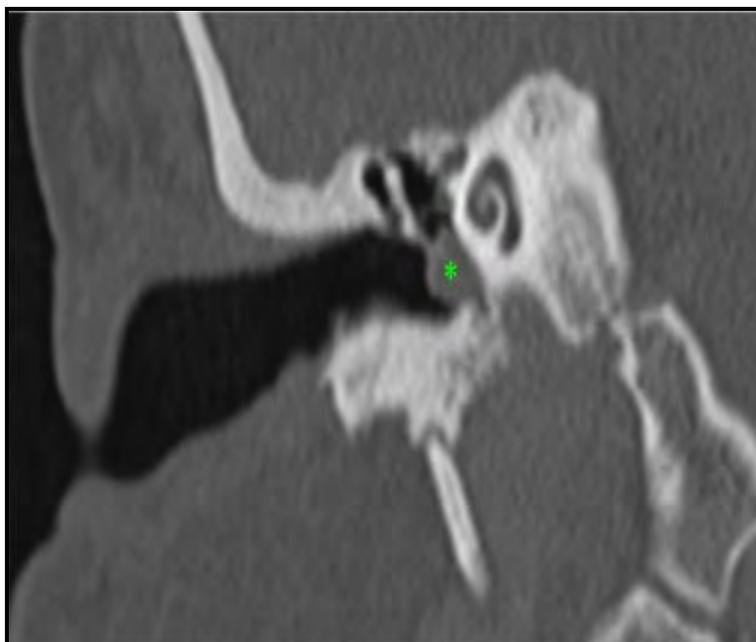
TC de alta resolución de hueso temporal, cortes coronales y con ventana para hueso. Femenino con lesión homogénea con unidades de atenuación de tejidos blando en oído medio derecho, con afección cadena osicular y extensión celdillas mastoid
